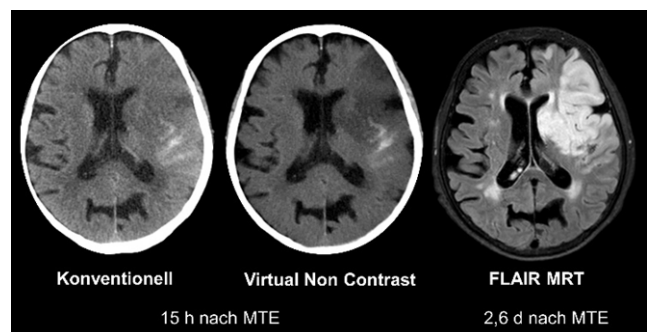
76-jährige Patientin nach mechanischer Thrombektomie (MTE) eines Karotis-T Verschlusses links. Die CNR des subakuten Infarktes ist signifikant höher in VNC (Mitte) im Vergleich zur konventionellen Bildgebung (links). FLAIR-MRT als Goldstandard (rechts)
